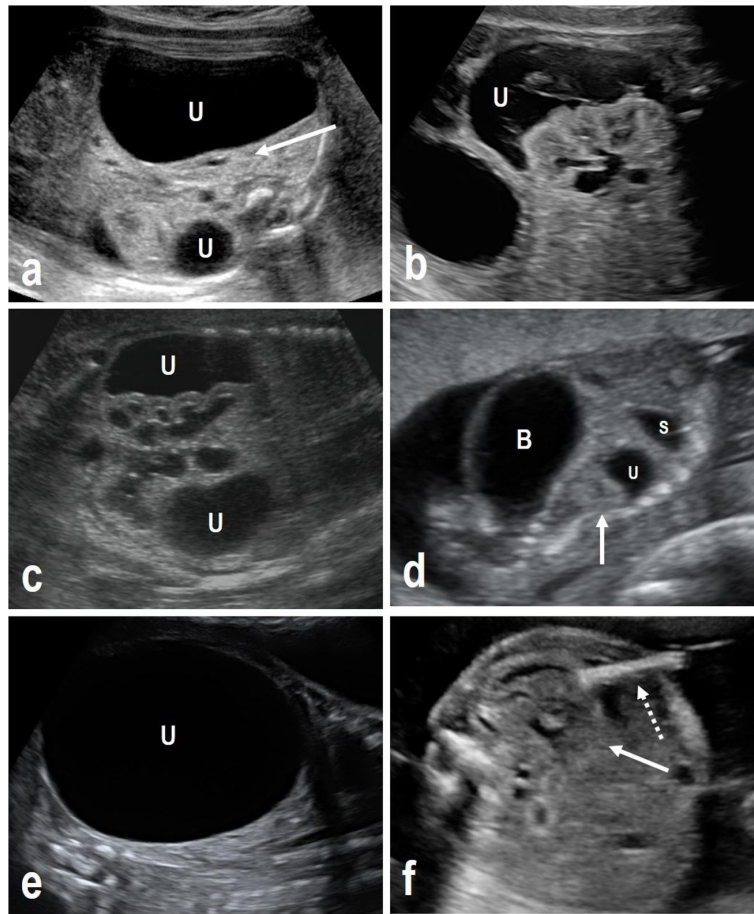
Sonographic findings in different fetuses with prenatal diagnosis of urinoma: (a) shows a female fetus at 29 + 1 weeks' with bilateral urinoma (U) due to bilateral UPJO; the larger urinoma causes displacement and compression of the equilateral kidney (white arrow); (b) shows a male fetus at 31 + 4 weeks' with hemorrhagic urinoma (note the typical internal echos visible within the urinoma); (c) shows a male fetus at 22 + 4 weeks' presenting with bilateral urinomas due to bilateral ureteropelvic junction obstruction (UPJO) and early cystic-dysplastic remodeling of both kidneys; (d) shows a male fetus at 14 + 3 weeks' with megacystis (B) due to posterior urethral valves, and early manifestation of urinoma; the white arrow marks the equilateral kidney; S = stomach; e + f) both show a male fetus at 25 + 5 weeks' gestation with a large urinoma due to UPJO (sagittal view); after successful urinoma shunting, the equilateral kidney becomes visible (white arrow); the dotted arrow marks the Somatex-shunt.
